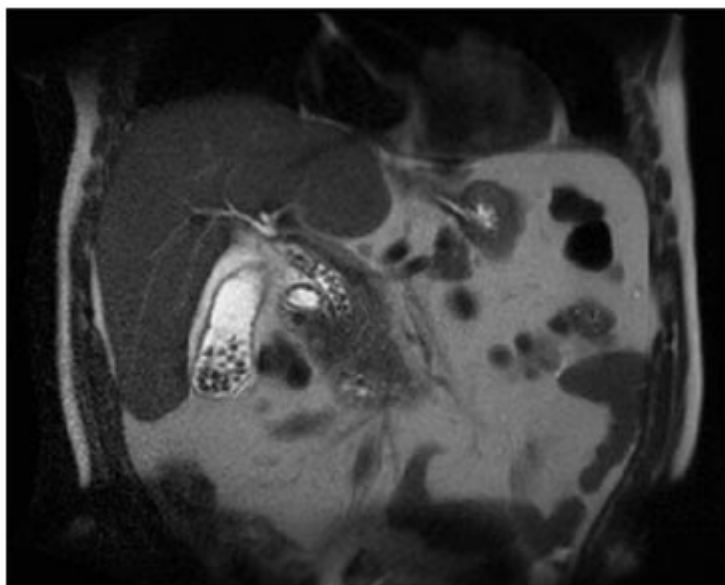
Resonancia magnética, secuencia coronal potenciada en T2. Dilatación de las vías biliares intra- y extrahepática, con múltiples cálculos en el interior del colédoco.
